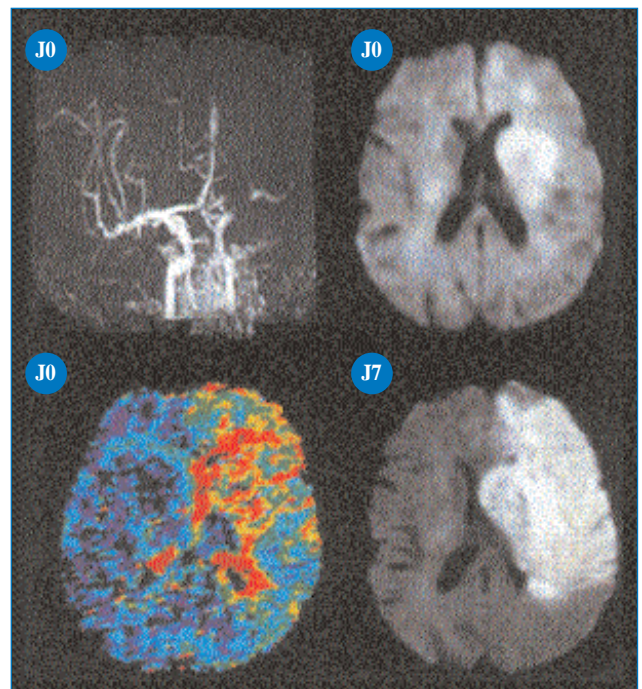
Un examen avec trois séquences d'IRM. L'angio-IRM montre une occlusion du segment M1 de l'artère cérébrale moyenne gauche. L'image de diffusion montre une zone d'ischémie dans le territoire sylvien profond. L'anomalie en perfusion (montrée en TTM) est étendue à tout le territoire sylvien. Il y a une volumineuse zone à risque dans le territoire sylvien superficiel, confirmée par l'image de diffusion réalisée 7 jours après.
